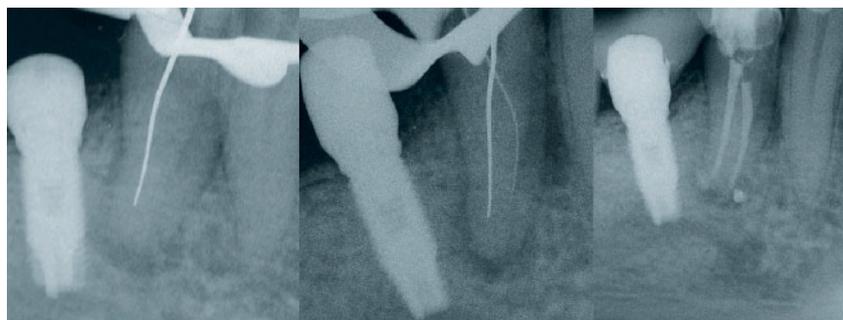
Asymmetrischer Verlauf des Messinstrumentes zur Wurzelform im Röntgenbild als Indikator für einen weiteren Kanal.
